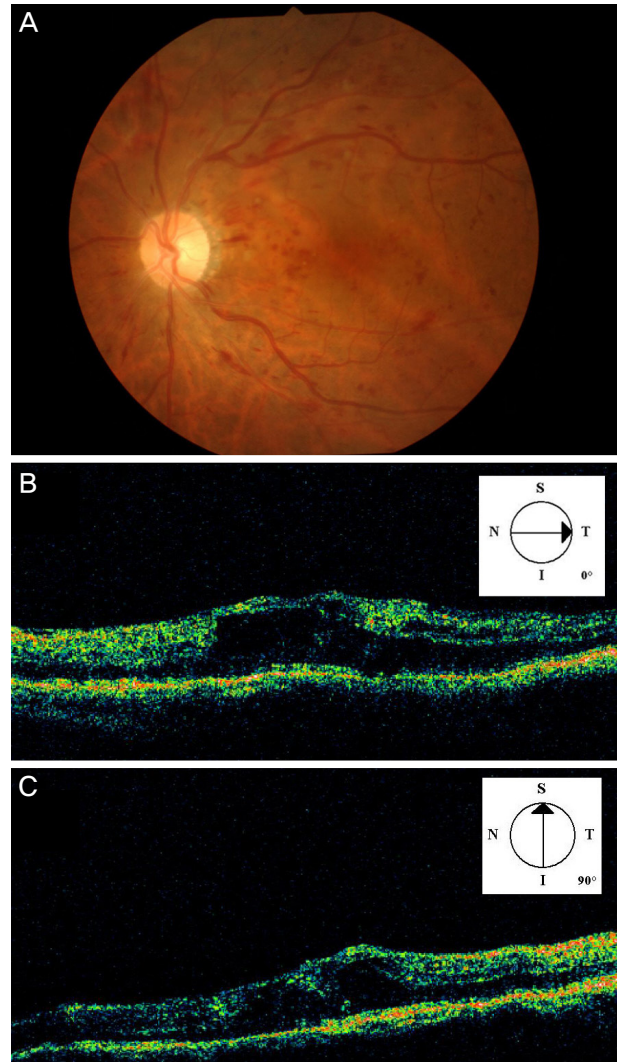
At initial visit, fundus photograph of left eye. (A) Dilated and tortuous retinal veins, flame-shaped retinal hemorrhage and papilledema. (B, C) Optical coherence tomography demonstrates moderate macular edema. S = superior; N = nasal; T = temporal; I = inferior.
